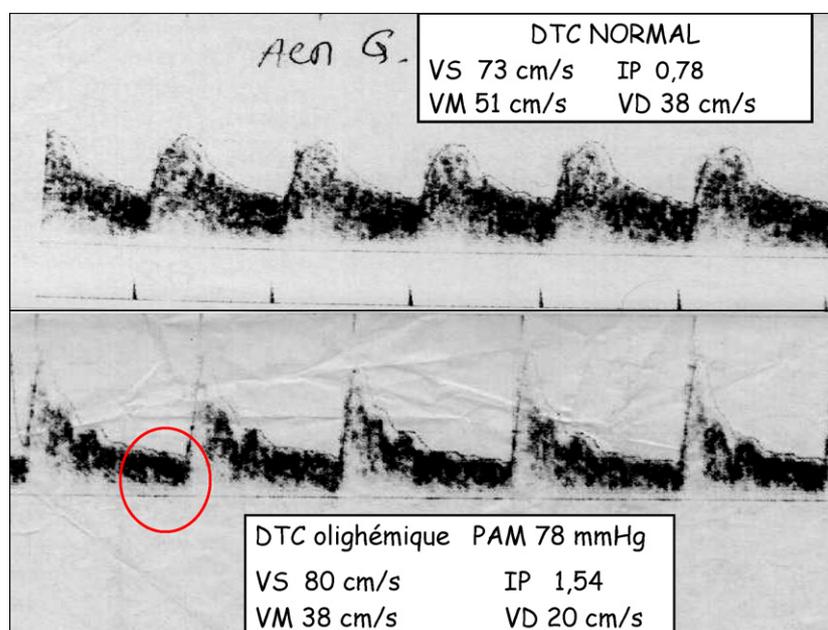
Exemples d'un tracé doppler transcrânien normal et d'un tracé doppler olighémique réalisé à l'admission d'un traumatisé crânien mineur qui s'est aggravé secondairement à j2; on remarque la valeur basse de la vélocité diastolique (VD) et l'index de pulsativité (IP) qui est augmenté.
